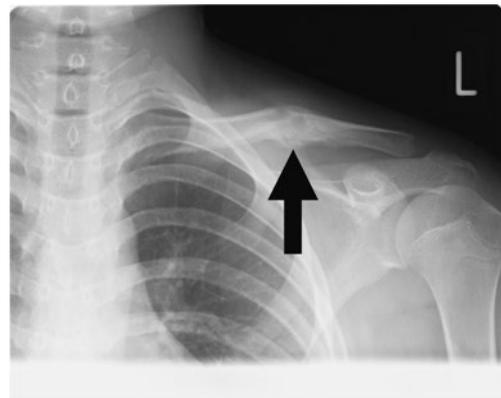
Radiograph at the seven-week follow-up visit : Ambiguous callus formation (arrow) .
